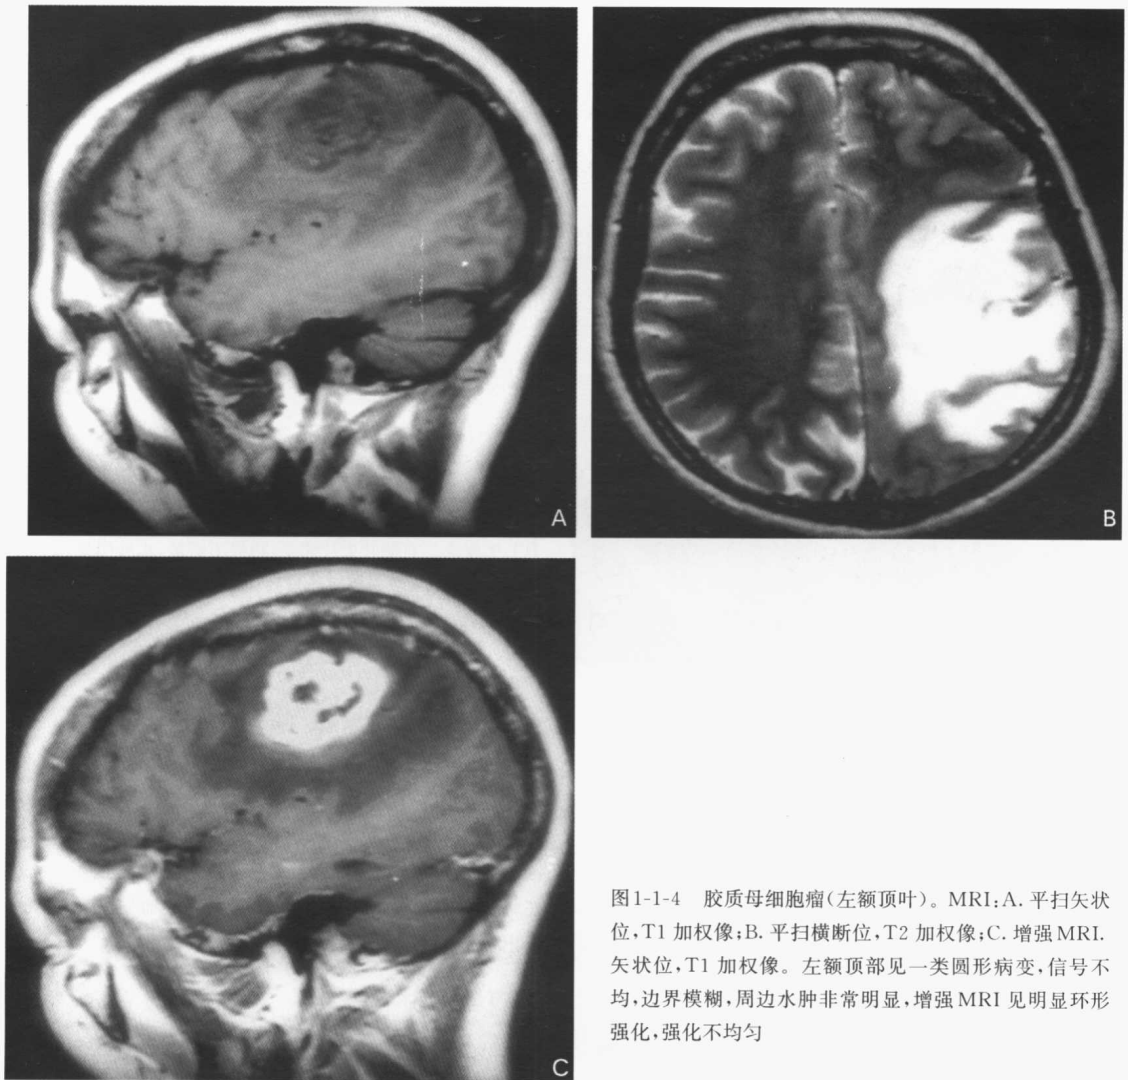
胶质母细胞瘤(左额顶叶)。MRI:A. 平扫矢状位,T1加权像;B. 平扫横断位,T2加权像;C. 增强MRI. 矢状位,T1加权像。左额顶部见一类圆形病变,信号不均,边界模糊,周边水肿非常明显,增强MRI见明显环形强化,强化不均匀
